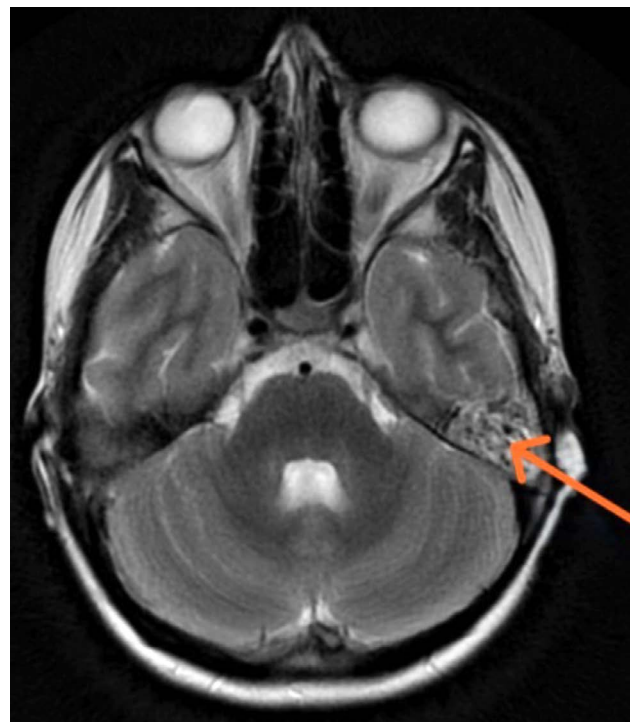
Resonancia magnética de cráneo ponderada en T2 en la que se observa alteración en la señal del ápex petroso izquierdo (flecha naranja). Fuente: caso propio descrito en el artículo.
